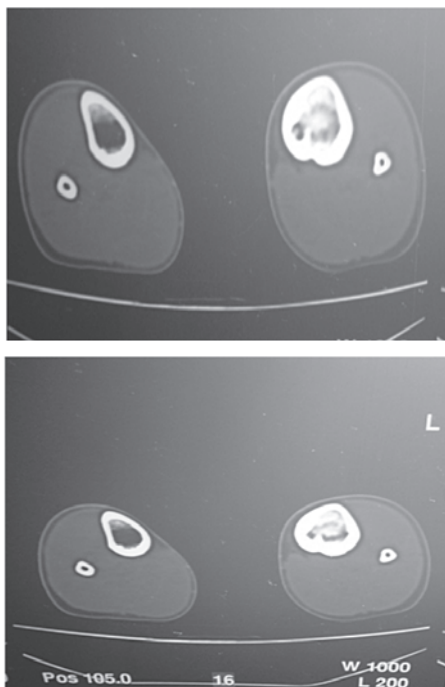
Tomografia computadorizada mostrando a localização exata do nicho
